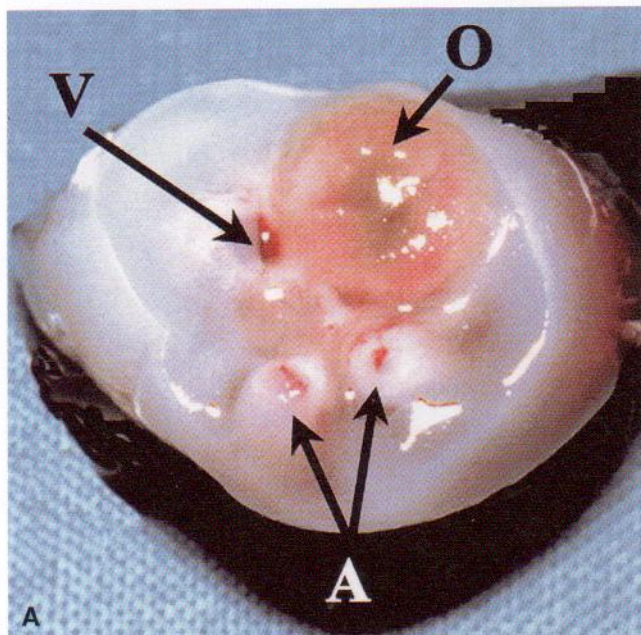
Recién nacido varón con un tallo vitelino persistente (abierto) o conducto onfalomesentérico. A, Cordón umbilical seccionado que muestra dos arterias umbilicales (A), vena umbilical (V) y luz grande (O). B, Una radiografía abdominal identifica material de contraste inyectado a través de la luz mayor (el conducto onfalomesentérico) hacia el íleon. (Tomado de Hinson RM, Biswas A, Mizelelle KM, Tunnessen Jr WW: Picture of the month (Persistent omphalomesenteric duct). *Arch Pediatr Adolesc Med* 151:1161, 1997.) Copyrighted (1997), American Medical Association.
